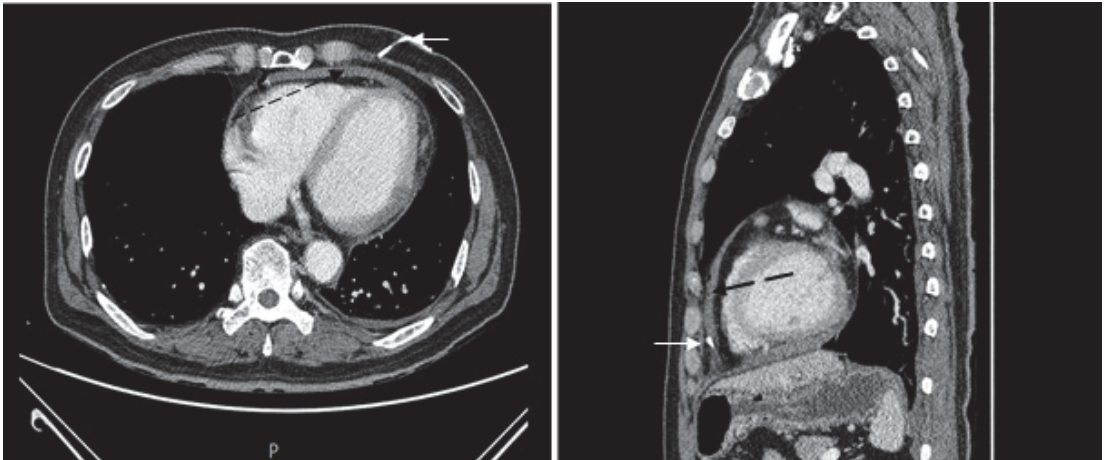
Computed tomography post the pericardiocentesis showed pericardial effusion(black arrow) and drain catheter(white arrow).
